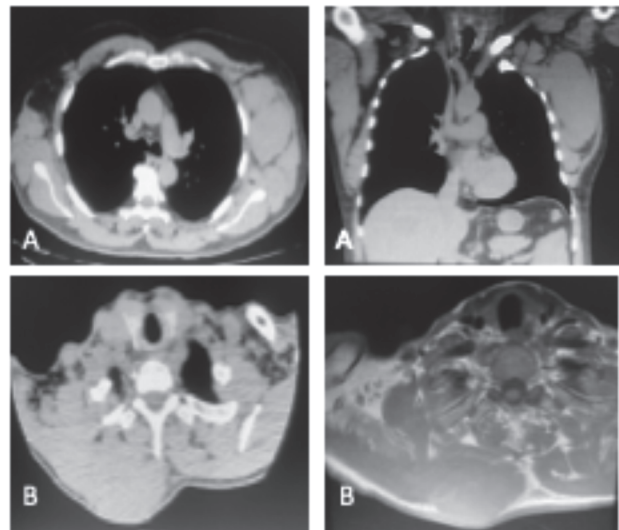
A) corte de tomografía axial y coronal, donde se observa masa solida lateral izquierda que provoca deformidad de la pared torácica sin comprometer elementos vasculares; B) corte axial de tomografía y resonancia magnética, donde se objetiva lesión voluminosa en proyección de músculo trapecio.
